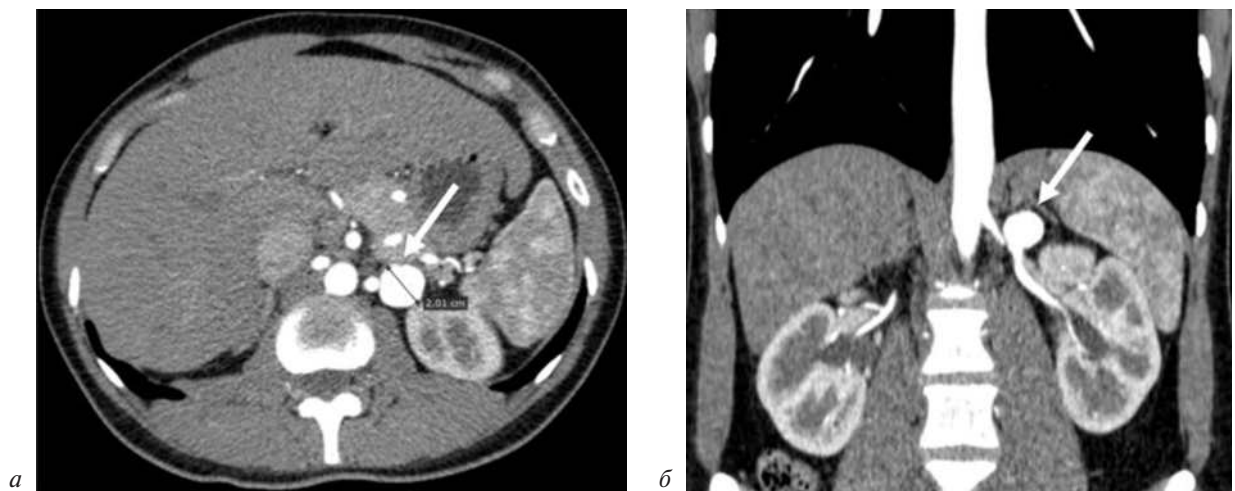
МСКТ органов брюшной полости: визуализируется аневризма левой почечной артерии (стрелка): а – аксиальная проекция; б – корональная проекция
